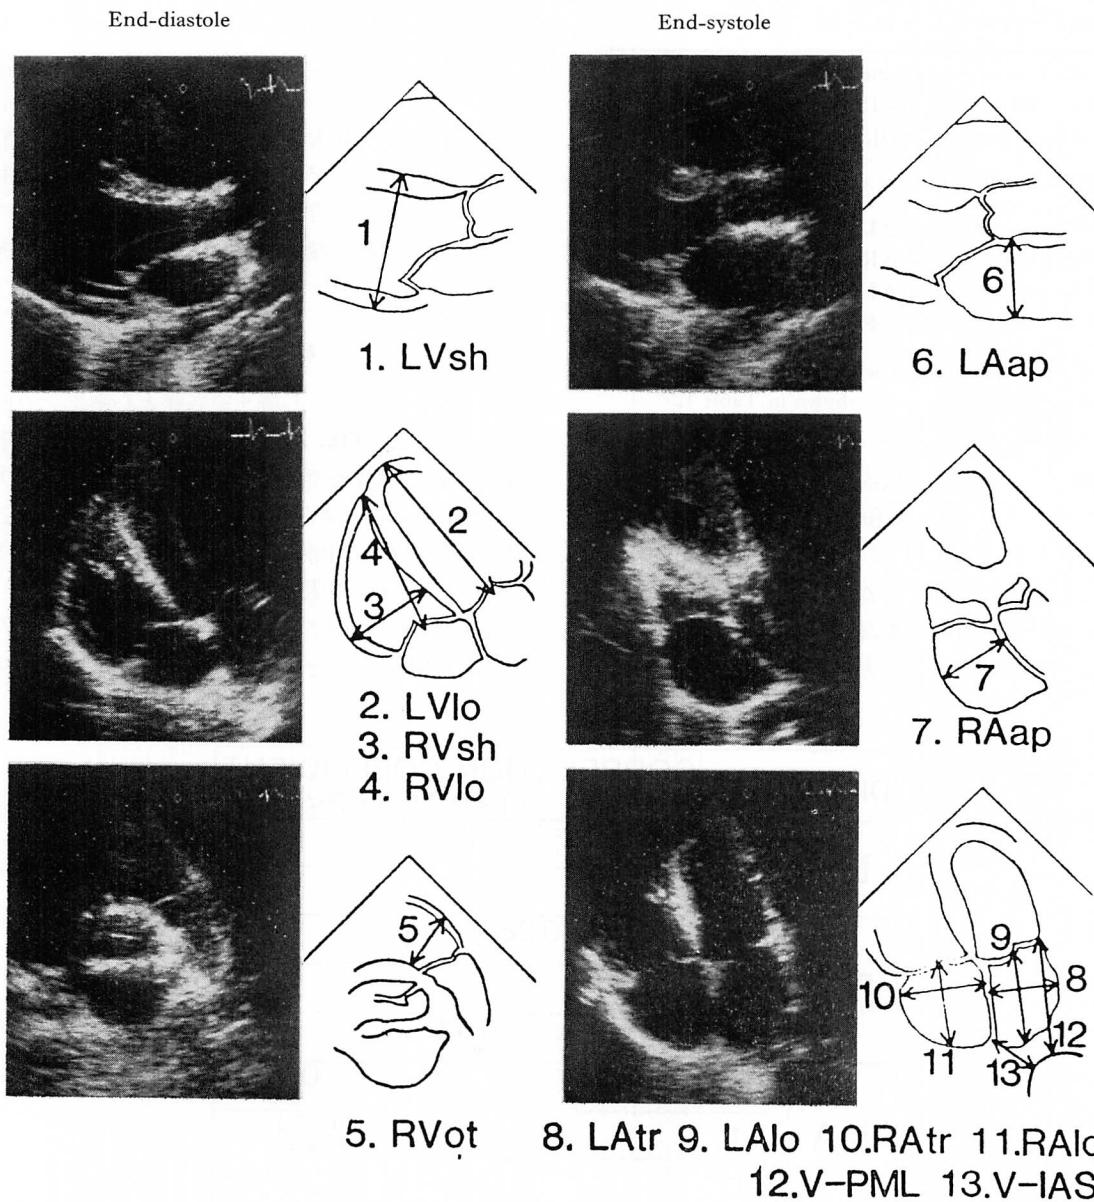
Measurements of cardiac chamber diameters by two-dimensional echocardiography.
